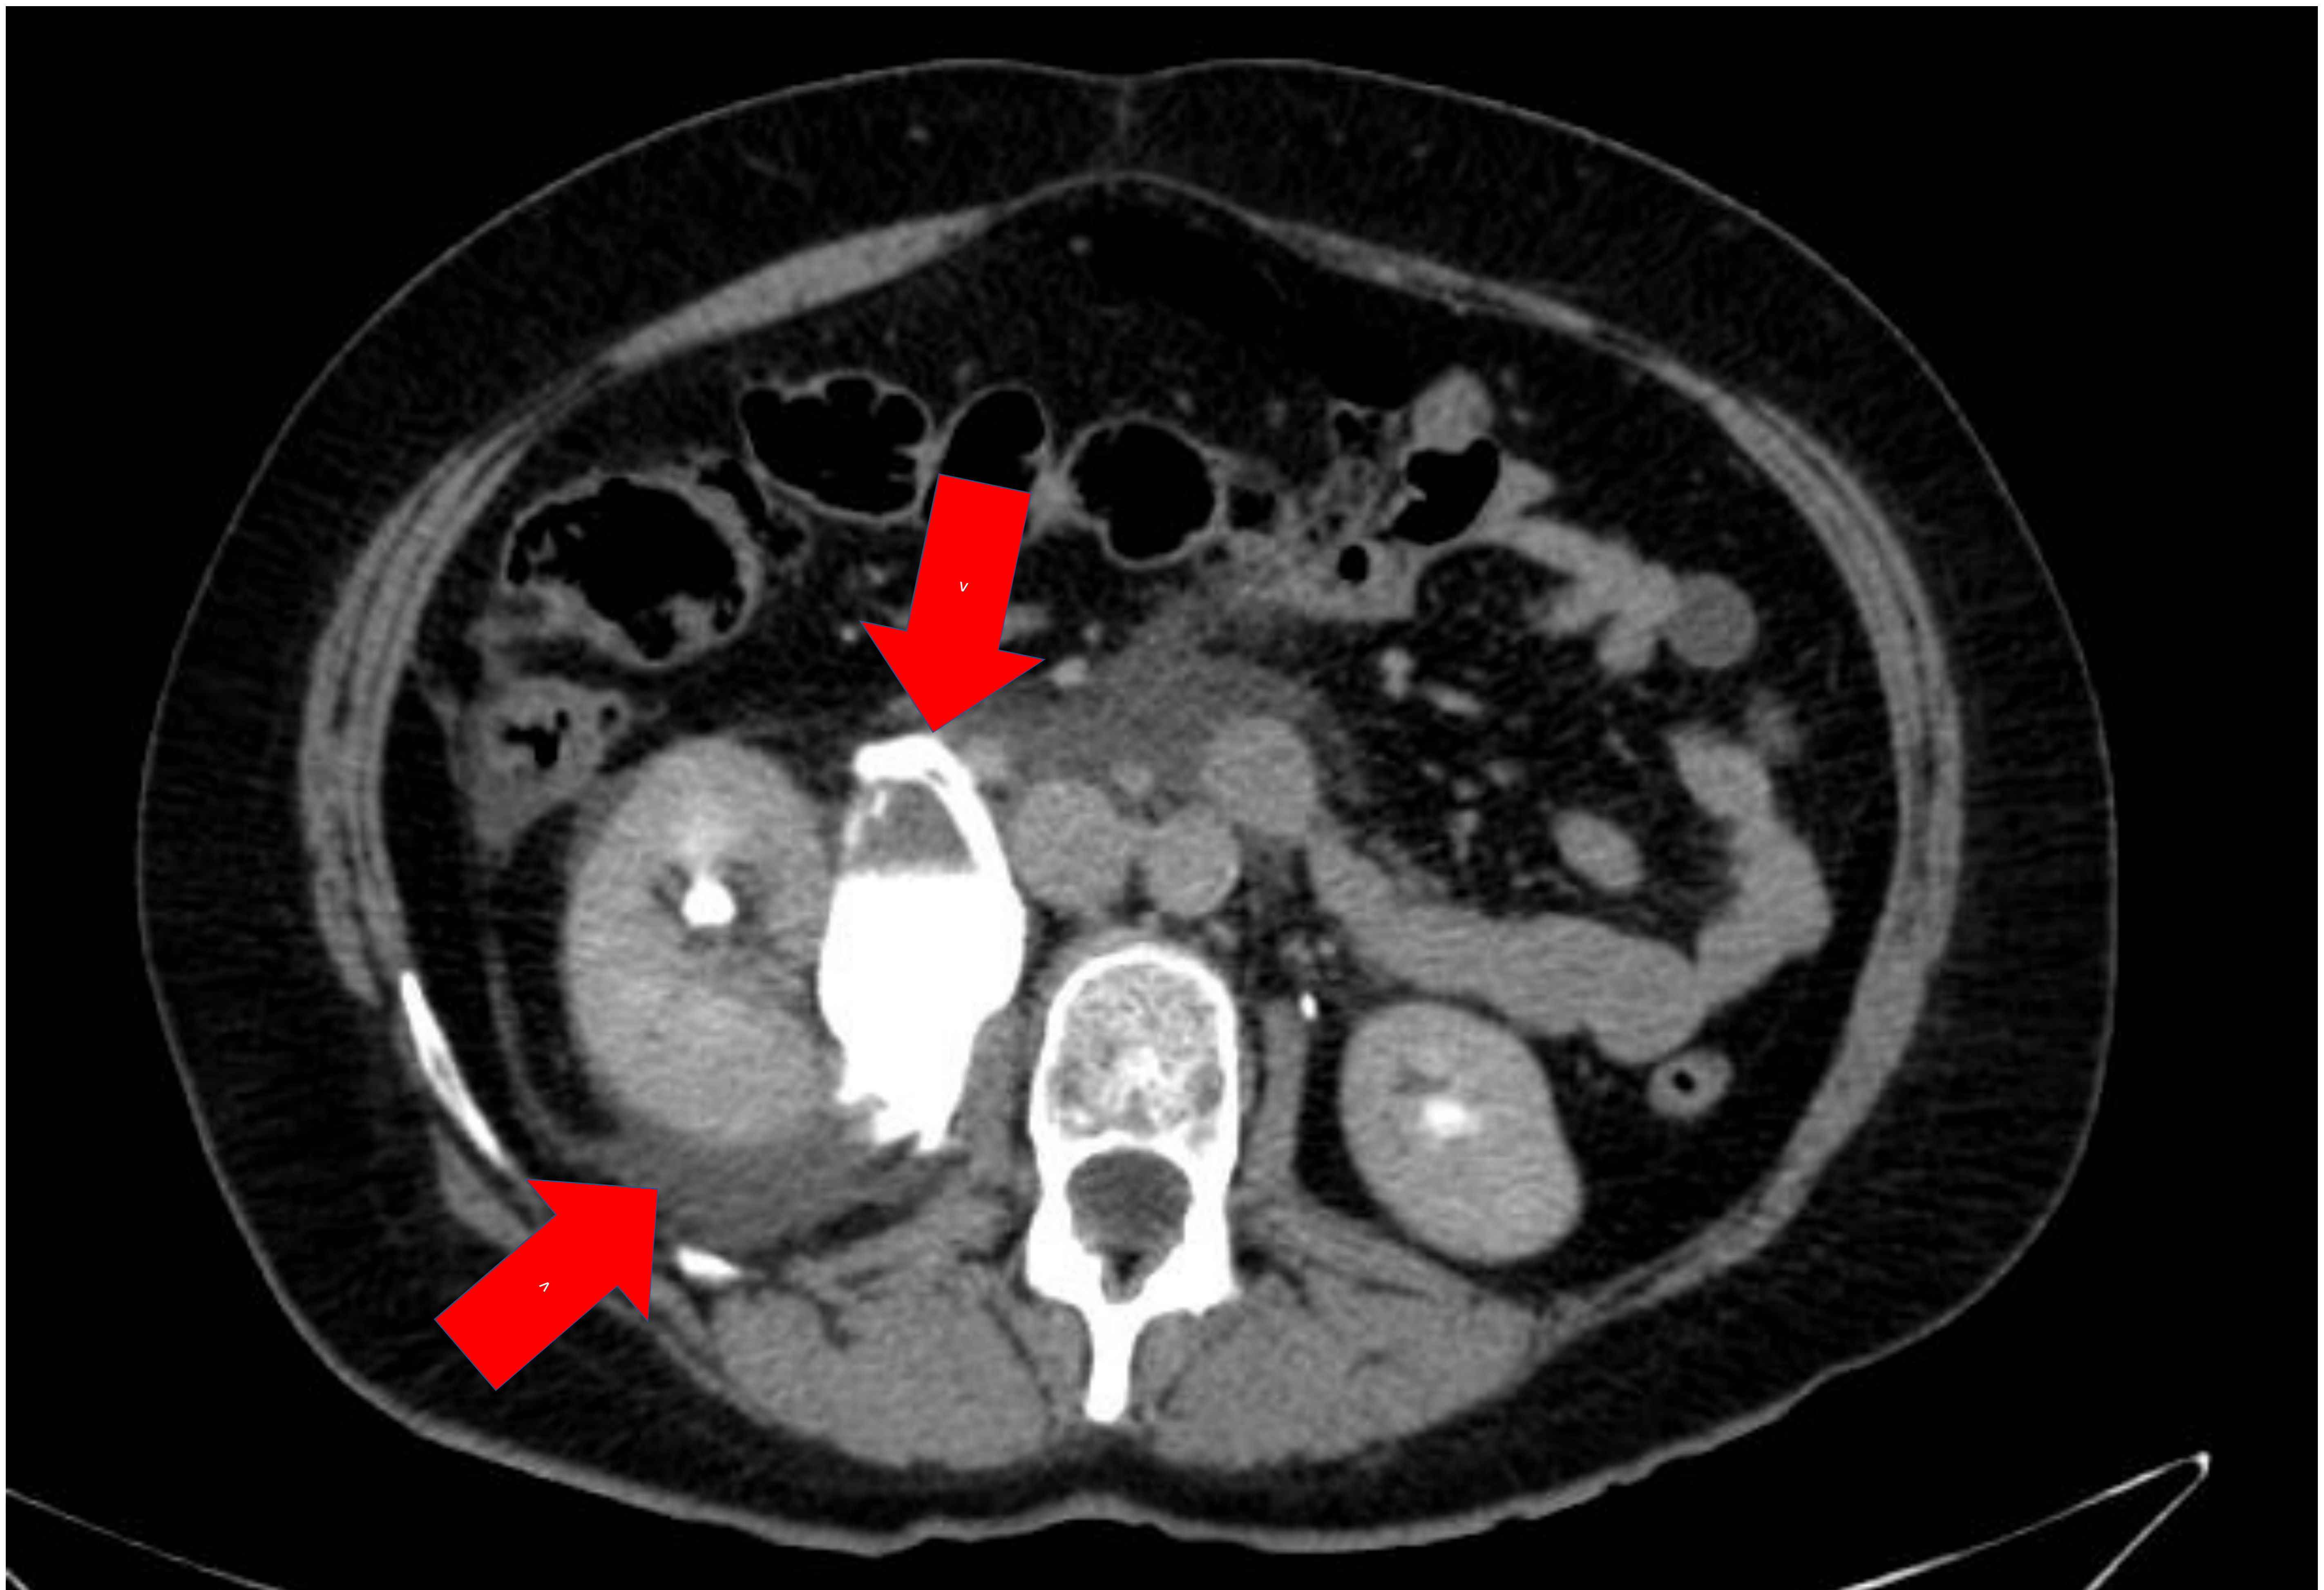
(TC axial con contraste en fase excretora).
